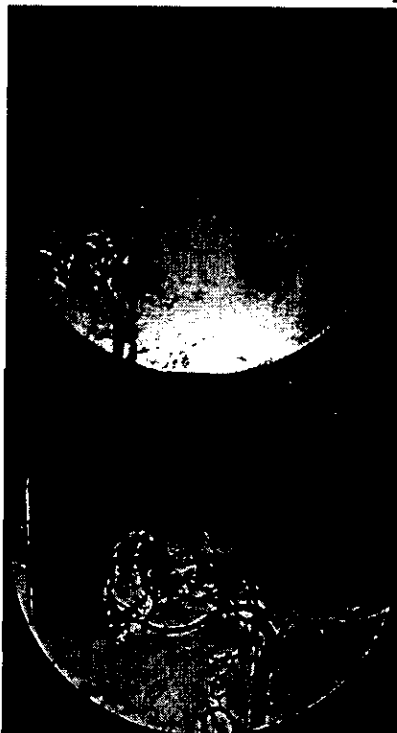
IMAGEN ANGIOGRAFICA MOSTRANDO VISTA ANTERIOR CON APOORTE POR CAROTIDA EXTERNA, LATERAL CON APOORTE DE CAROTIDA INTERNA Y EXTERNA, Y LATERAL CON APOORTE POR CAROTIDA EXTERNA (SUPERIOR IZQ, SUPERIOR DER, E INFERIOR, RESPECTIVAMENTE).
